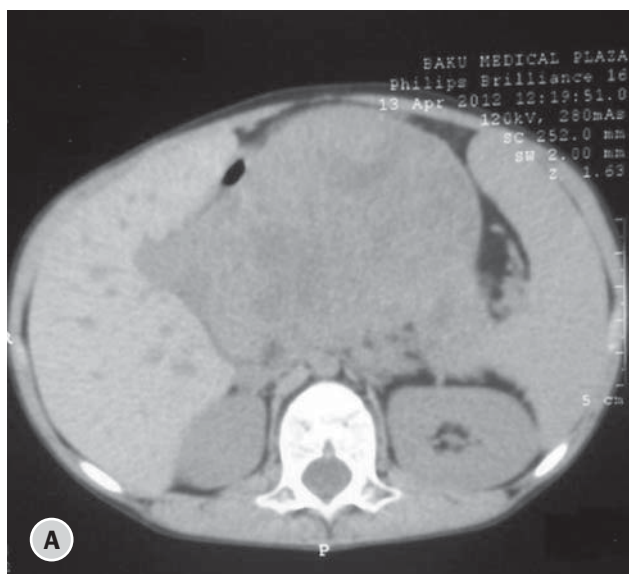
КТ-исследование органов брюшной полости пациента М.С., 7 лет, с панкреатобластомой хвоста и тела поджелудочной железы: А — до удаления опухоли (исследование без контрастирования), Б — после удаления опухоли
